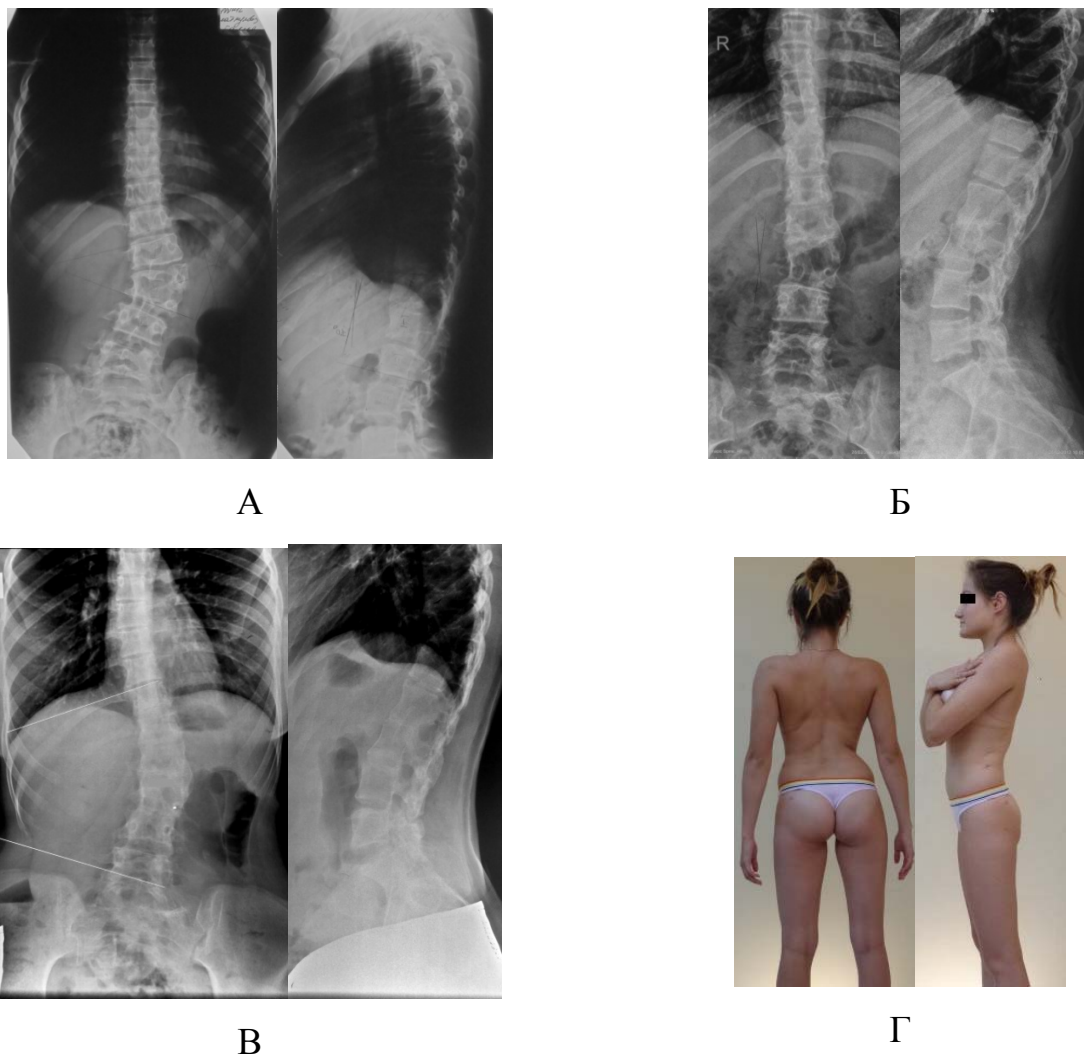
Рентгенограммы и клиническая картина пациента У. (возраст с 9 до 15 лет) в двух проекциях при прогрессировании сколиотической дуги деформации после частичной резекции L2 позвонка: А – до операции; Б – через 2 года после операции; В – через 5 лет п/о; Г – клиническая картина через 5 лет п/о
